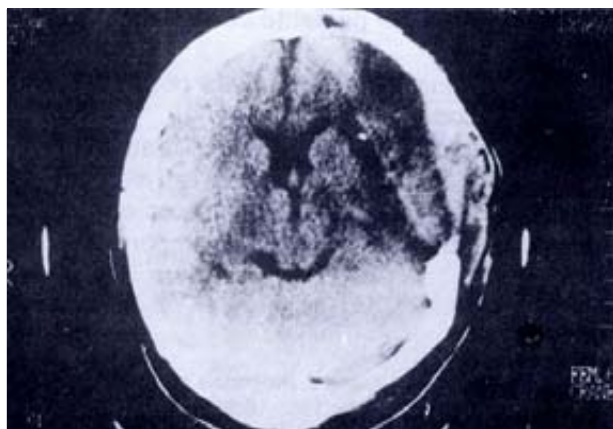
Tomografía axial computada en donde se observa craniectomía amplia con herniación de cerebro infartado. Apertura de sistema ventricular y regreso de la línea media.
